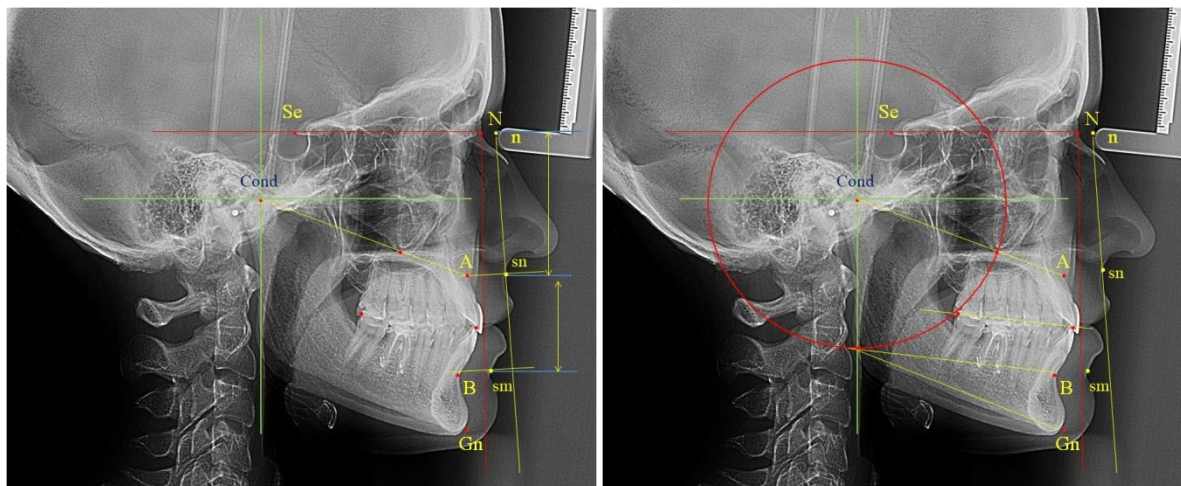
Результаты анализа телерентгенограмм при оптимальных прикусных соотношениях
